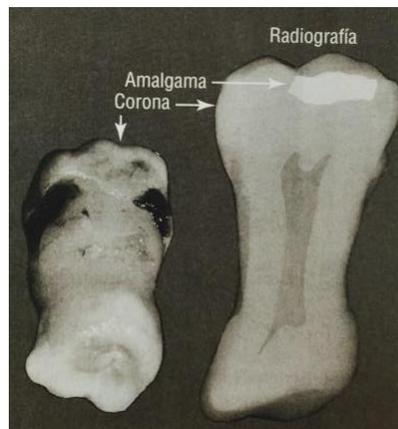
Taurodontia. Fotografía de una raíz extraída a la izquierda; radiografía a la derecha. (Cortesía del profesor Rudy Melfi, D.D.S.).
